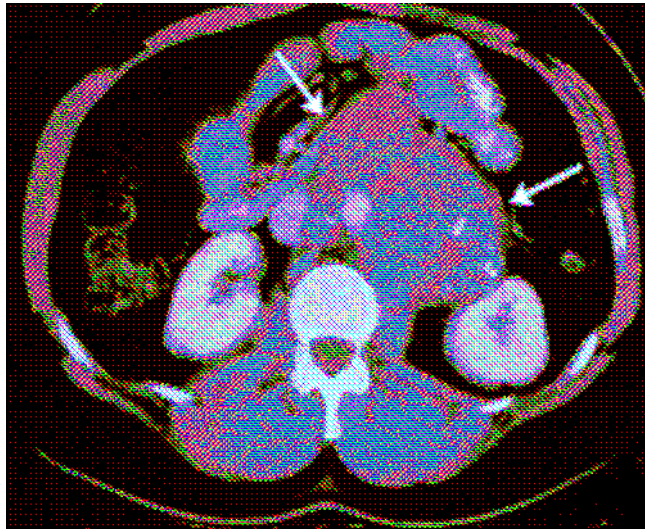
Secțiune CT care evidențiază persistența unei mase tumorale reziduale după chimioterapie la nivelul polului inferior renal.
